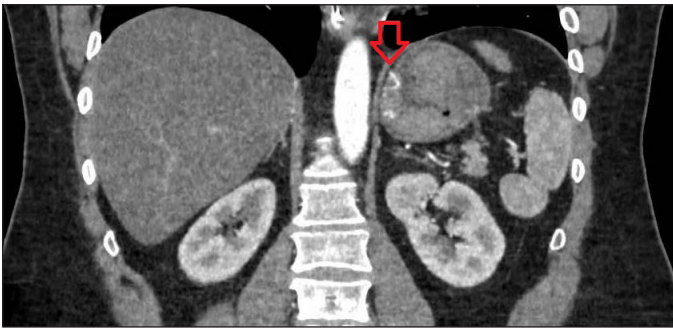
Corte coronal de TC de abdomen en el que se muestra ovillo arterial en contacto con fundus (Flecha roja) que genera extravasación de contraste en cámara gástrica.
